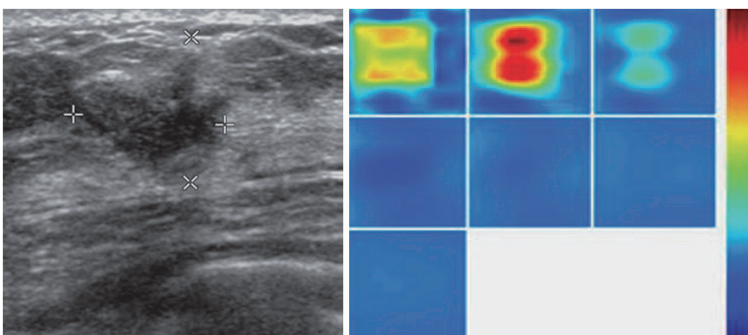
Ultrasound with Optical Imaging
